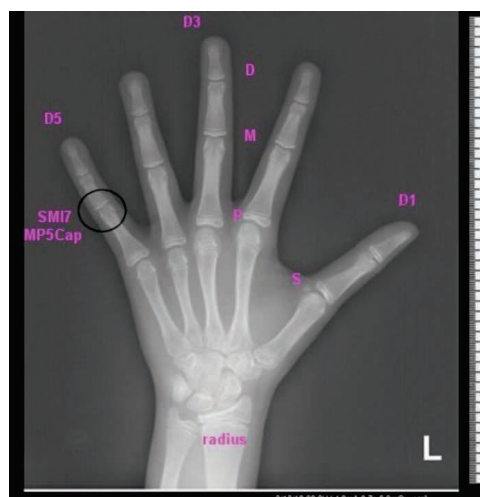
Radiografia pumnului (centrii de creștere)
